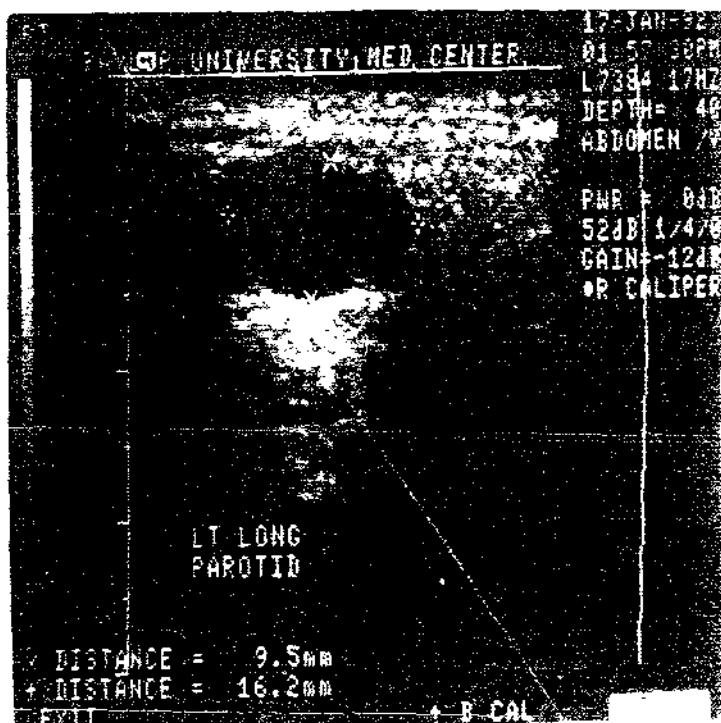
Imagen ecografica de la glandula parotida. La masa libre de ecos con bordes bien definidos, presenta el aspecto tipico de un quiste (los bordes de la lesion se encuentran marcados con signos x y +)
